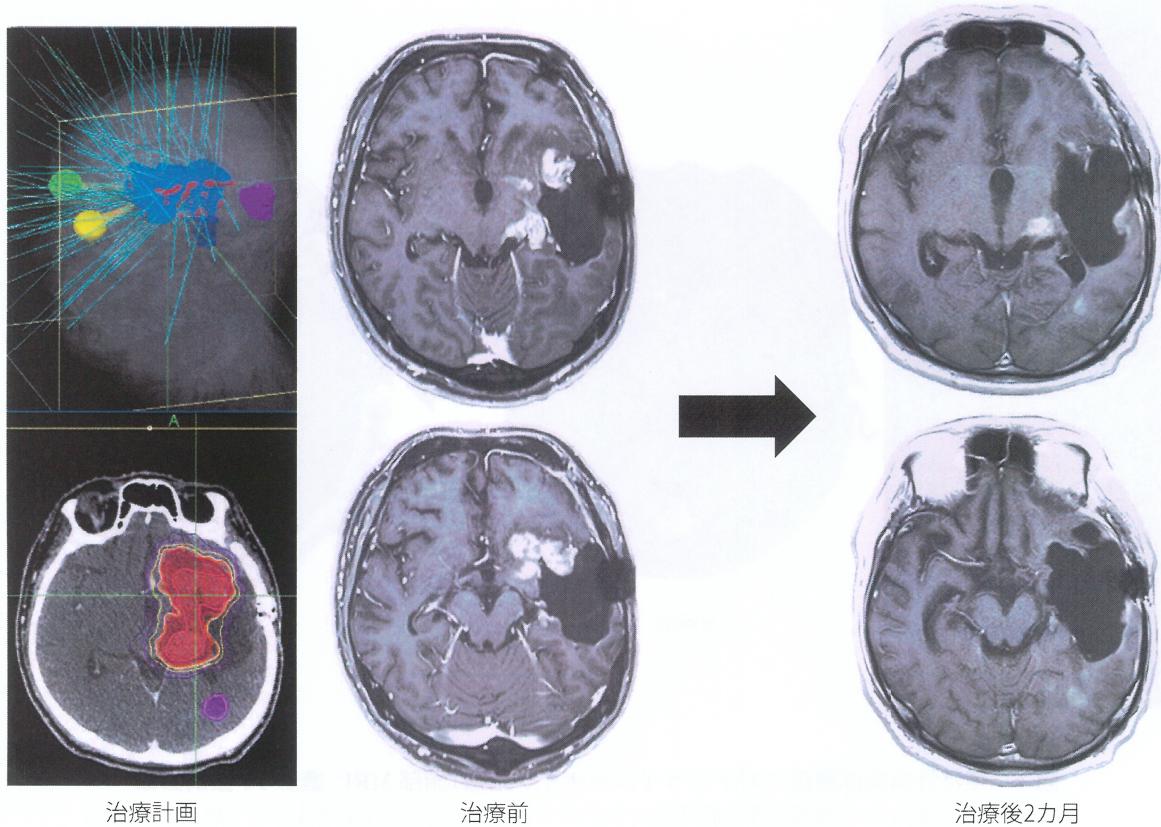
膜芽腫に対するサイバーナイフ治療(頭部MRI: 造影T1強調画像)
